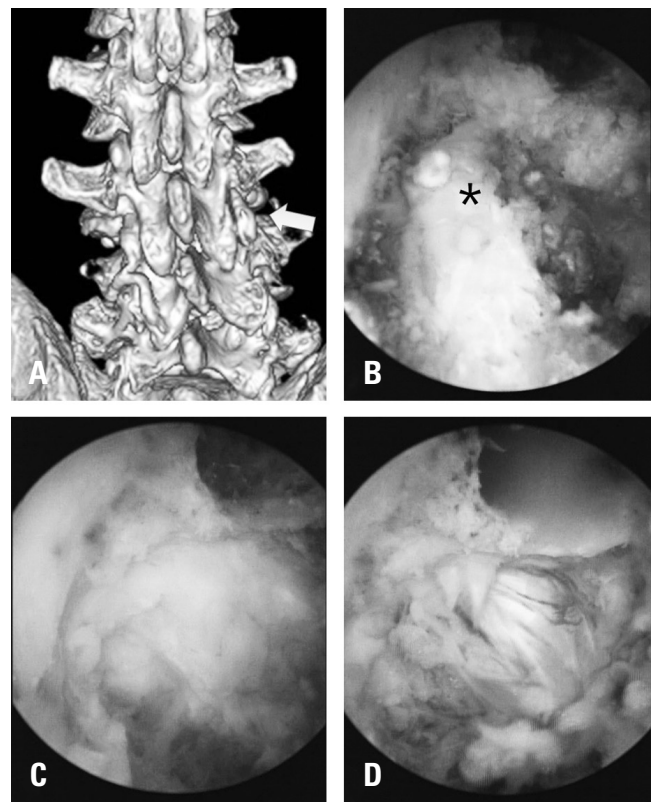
Unilateral biportal endoscopy was performed. (A) Three-dimensional computed tomography scan for preoperative planning, showing the L3-4 right foraminal area (arrow). (B) The endoscopic view of the foraminal area was the same as in the 3-dimensional image, with this view of the superior articular process of L4 (*). (C) Bony decompression was done. (D) Full decompression was seen at the foraminal area.
